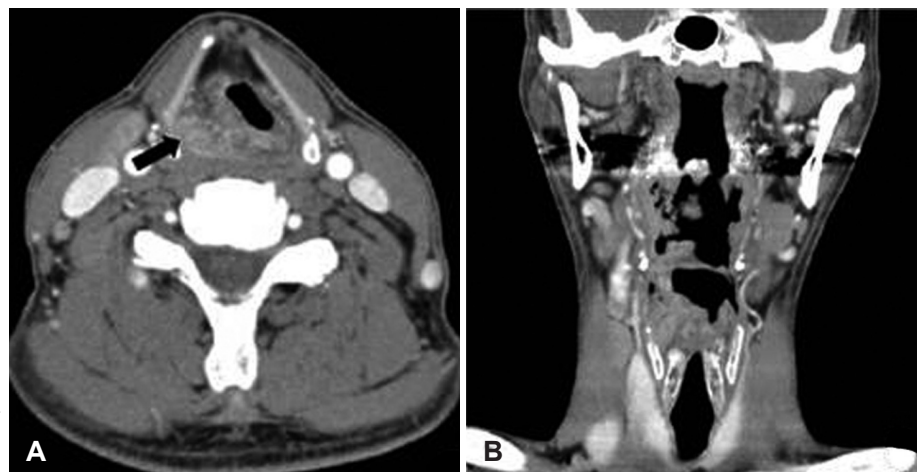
Neck CT (enhanced) of this case, axial CT scan shows ill-defined heterogeneous lesion of right aryepiglottic fold (arrow) with displacement of hypopharyngolaryngeal airway to left. Axial view of neck CT (A). Coronal view of neck CT (B).
